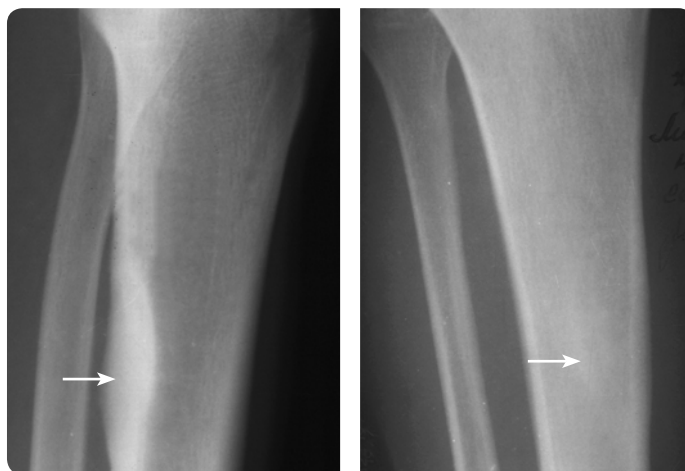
Рентгенограми кісток гомілки: остеома великогомілкової кістки
